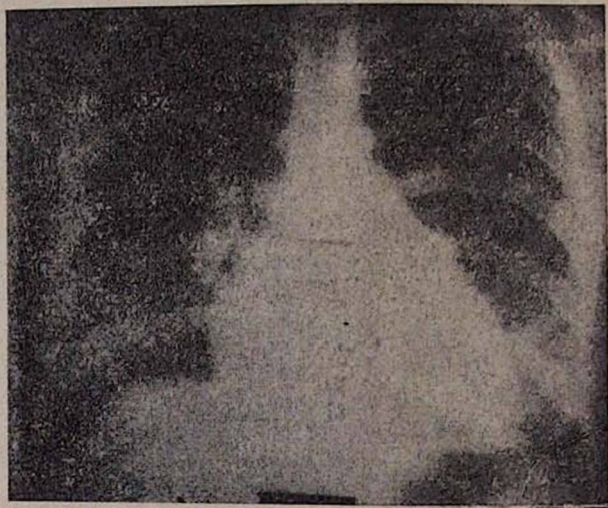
Рентгенограмма больной У., 23 лет. Диагноз: сочетанный митрально-аортально-трикуспидальный стеноз (равная степень стеноза). Митрально-аортальная конфигурация сердца.
